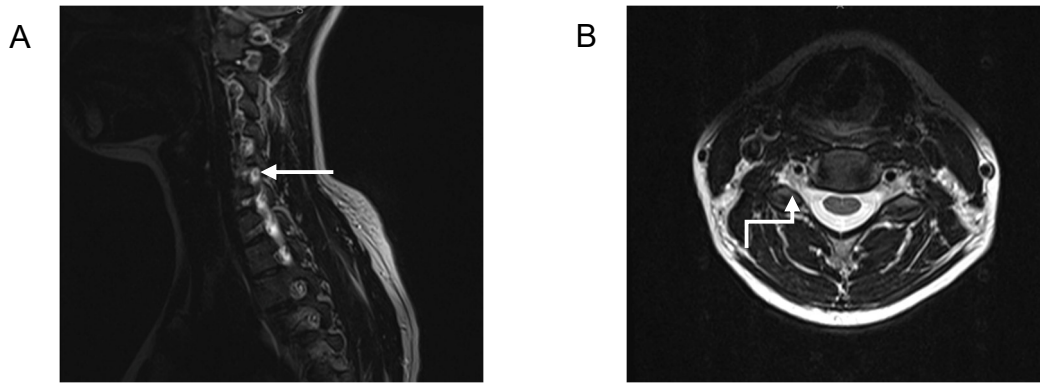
MRT: Keine Einengung des Neuroforamens auf der Höhe C5 rechts modifiziert nach Härtig et al. (2022)
